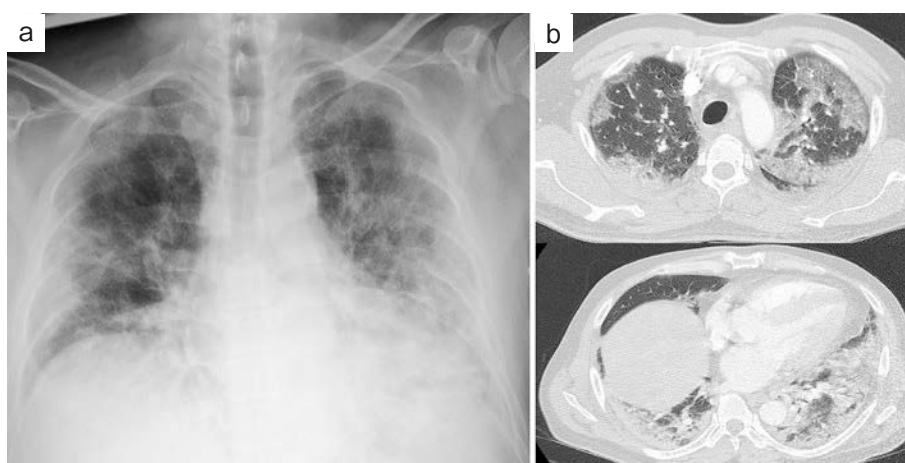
Imaging findings on admission. (a) Chest radiograph showing diffuse consolidation and ground glass attenuation of bilateral lungs with elevation of the diaphragm; (b) chest computed tomography (CT) scan showing subpleural ground glass attenuation of bilateral lungs and consolidation with volume loss of the lower lobes.
